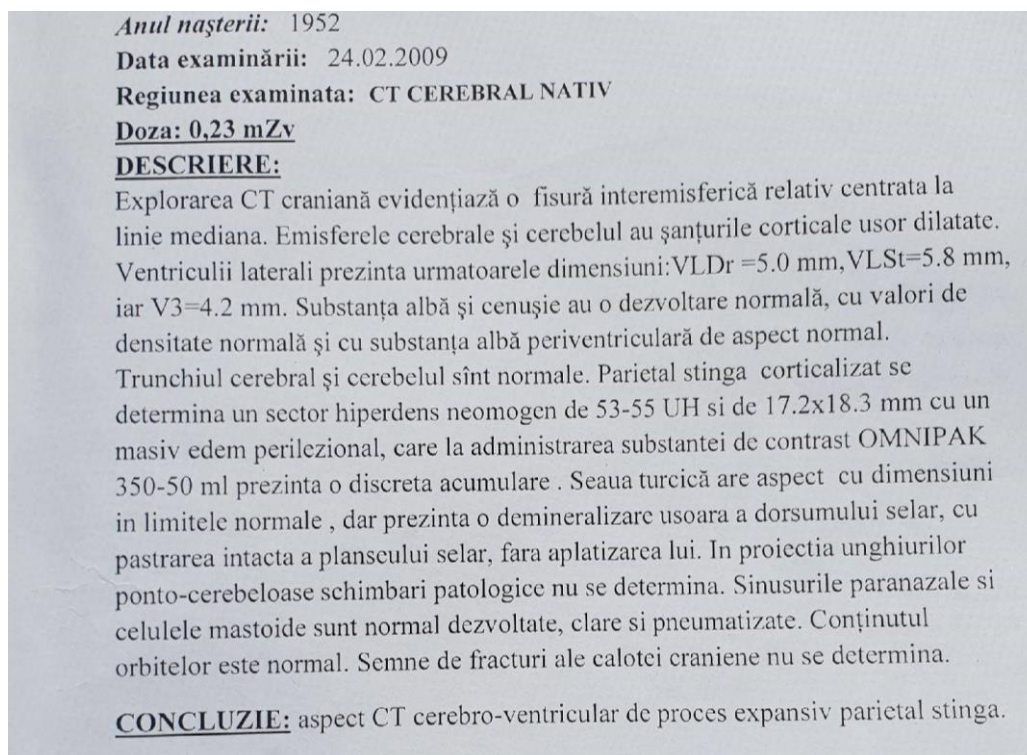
A 4.1. Foto. TC cerebrală preoperatorie
